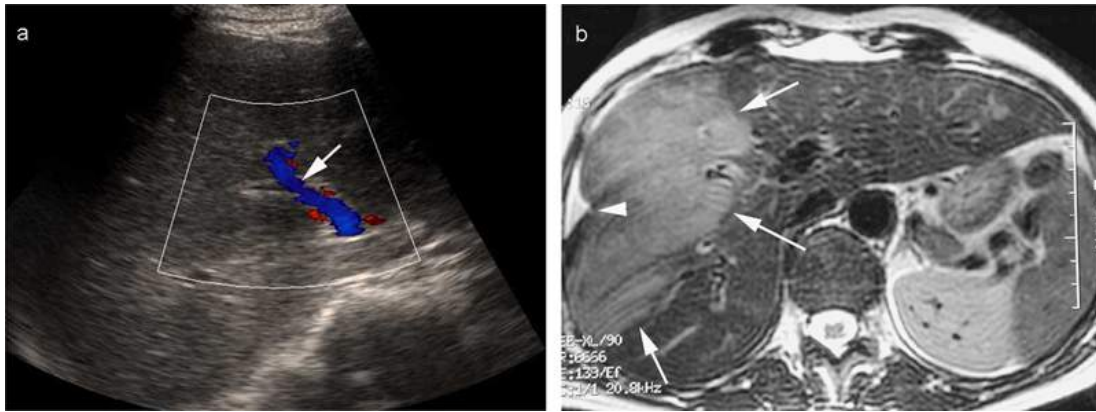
Hémangioendothéliome épithélioïde.Au cours de cette échographie hépatique, l'attention est attirée par une inversion du sens du flux dans la branche portale droite en Doppler couleur (a). Le flux est hépatofuge (flèche) alors que la patiente ne présente aucun signe d'hépatopathie chronique. Le parenchyme du foie droit présente une échostructure hétérogène mais rien n'est nettement identifiable. Cependant, cette constatation doit faire suspecter la présence d'une tumeur infiltrante. Celle-ci a été confirmée en IRM. La séquence T2 (b) objective la tumeur en hypersignal (flèches) infiltrant les branches portales droites sans les déplacer. Notez la rétraction capsulaire (tête de flèche) qui signe la nature fibreuse rétractile de l'hémangioendothéliome épithélioïde.
